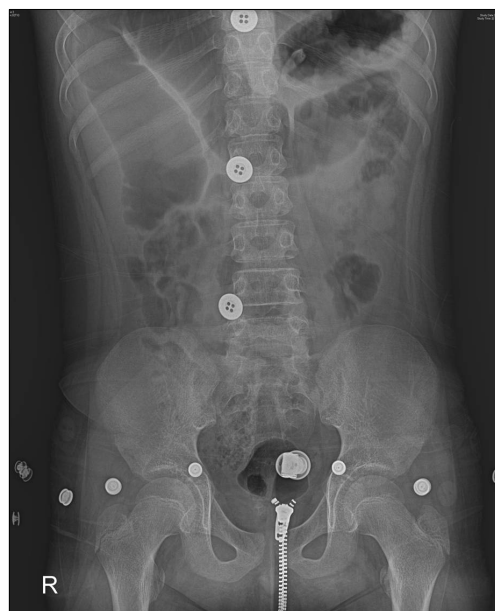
Abdominal x-ray of case 2. The aspirated tooth is more evident compared to the chest PA.
